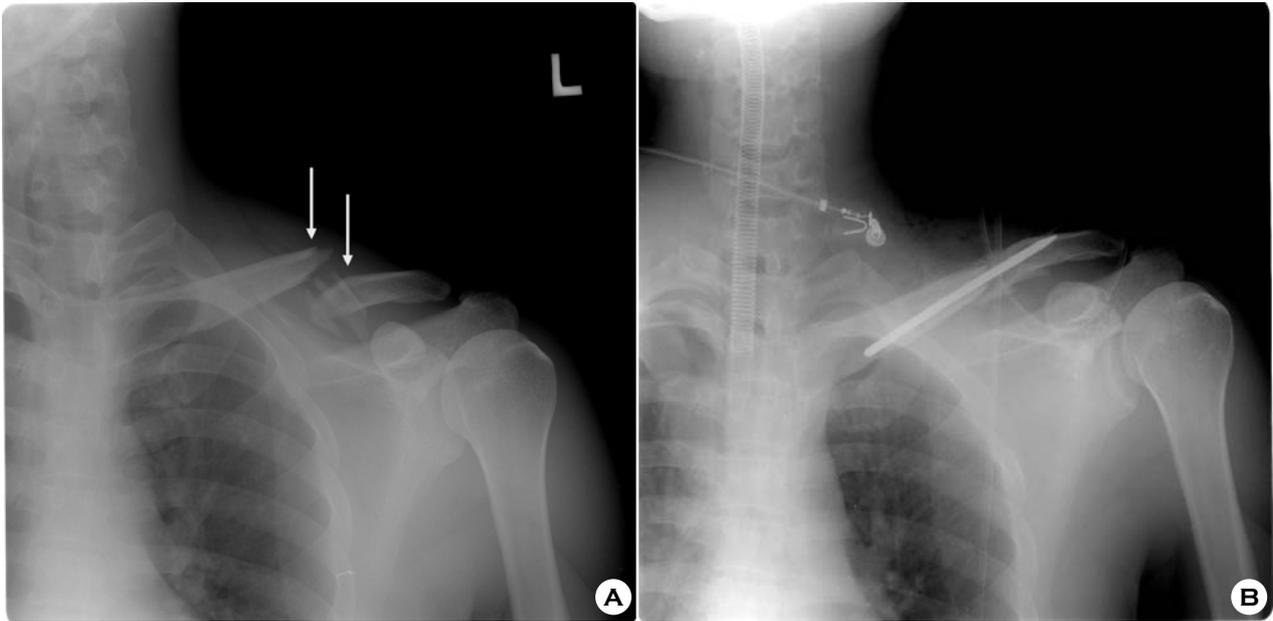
The simple radiographies of the clavicle with the comminuted fracture of the middle one-third of the clavicle (white arrows, A) and after the fixation of the fracture with threaded Kirschner wire (B).
